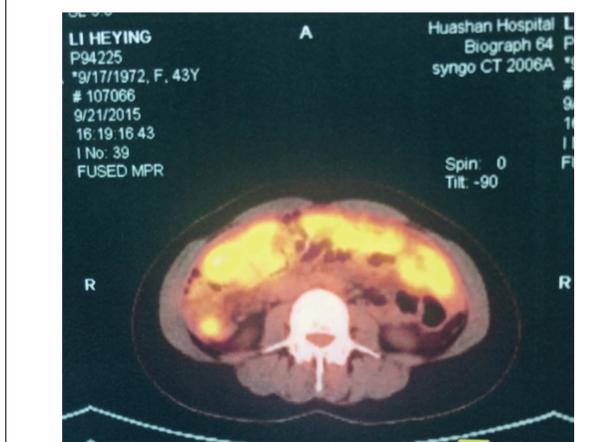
PET-CT showed diffuse soft tissue thickening of omental and mesenteric lymphadenopathy
